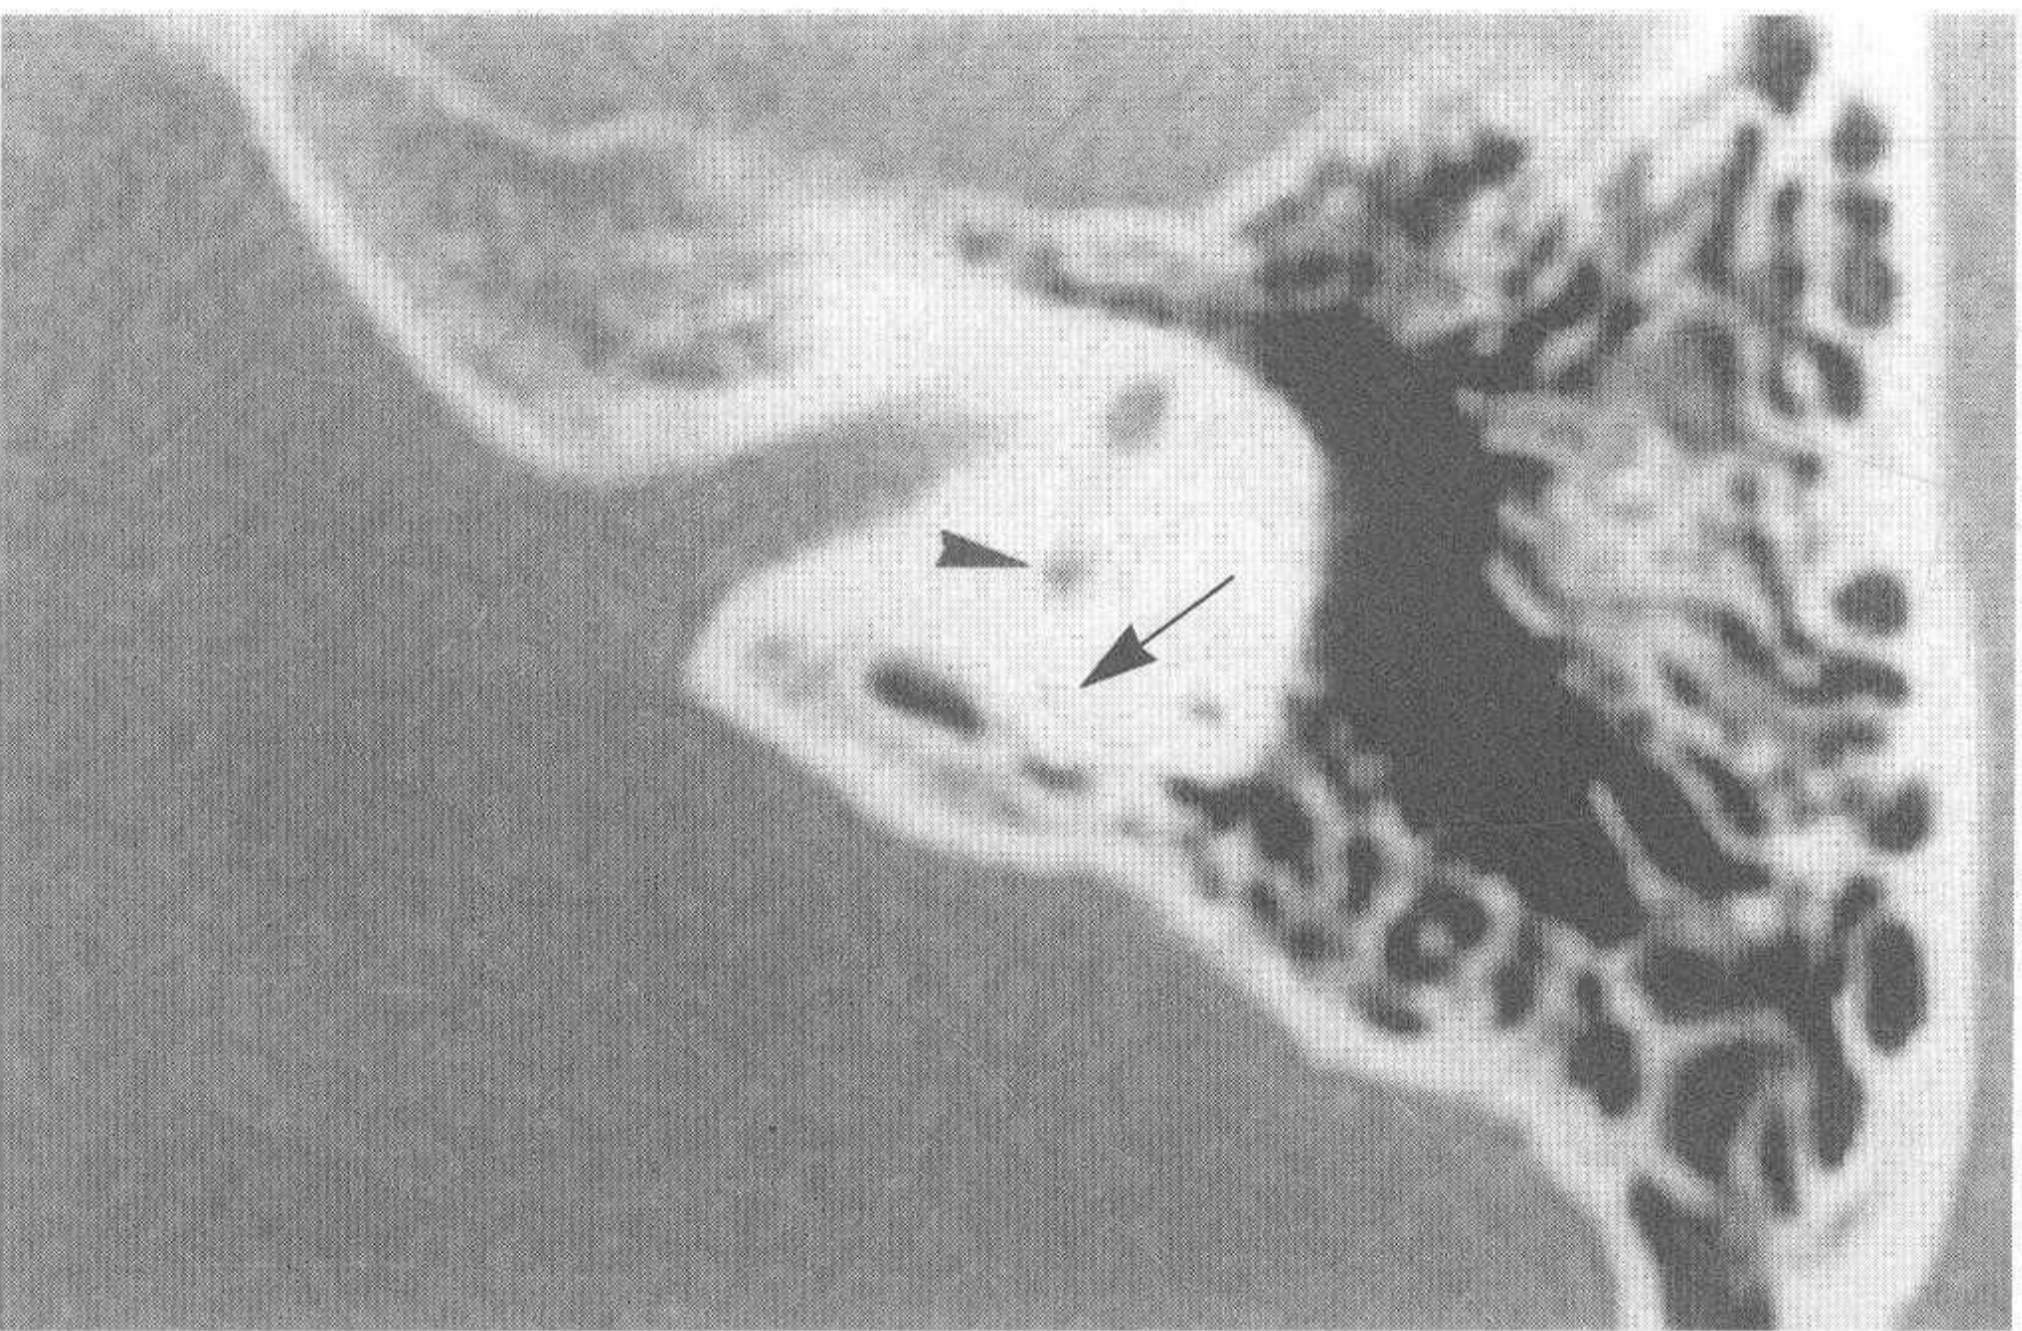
对应正常颞骨CT图像 (小箭头示半规管总脚, 大箭头示前庭导水管)
